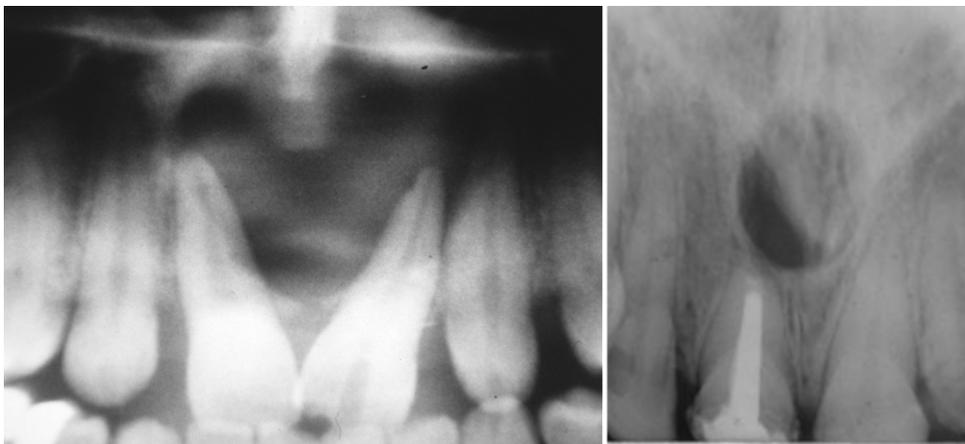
Radiographies montrant des aspects différents de kystes nasopalatins. (20)
